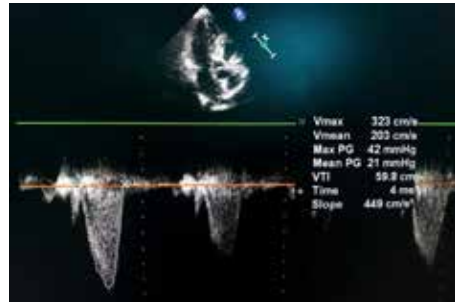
Echocardiography revealing gradient of outflow tract.
